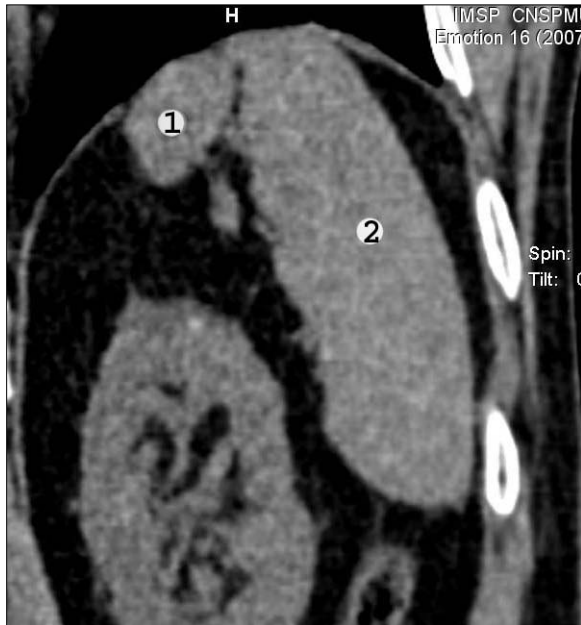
Добавочная селезенка у заднего полюса основной селезенки (муж., 80 лет), КТ: 1 – добавочная селезенка; 2 – селезенка..
